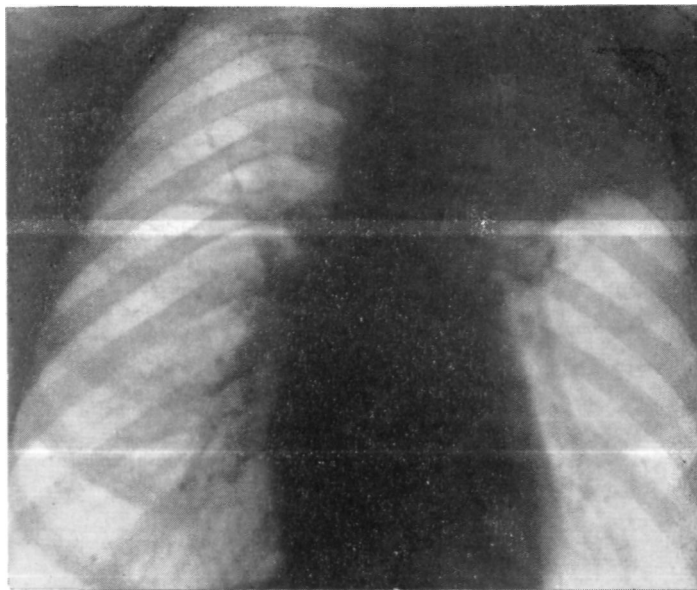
Больной К. Прямая рентгенограмма легких. Ателектаз верхней доли слева.
